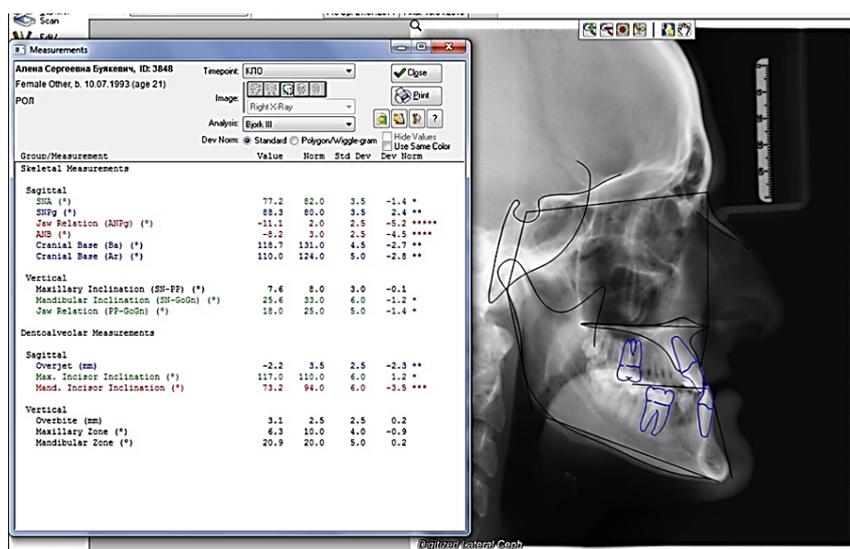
Анализ боковой телерентгенограммы головы пациентки Б. до лечения с использованием программного обеспечения «Dolphin Imaging» (США)
